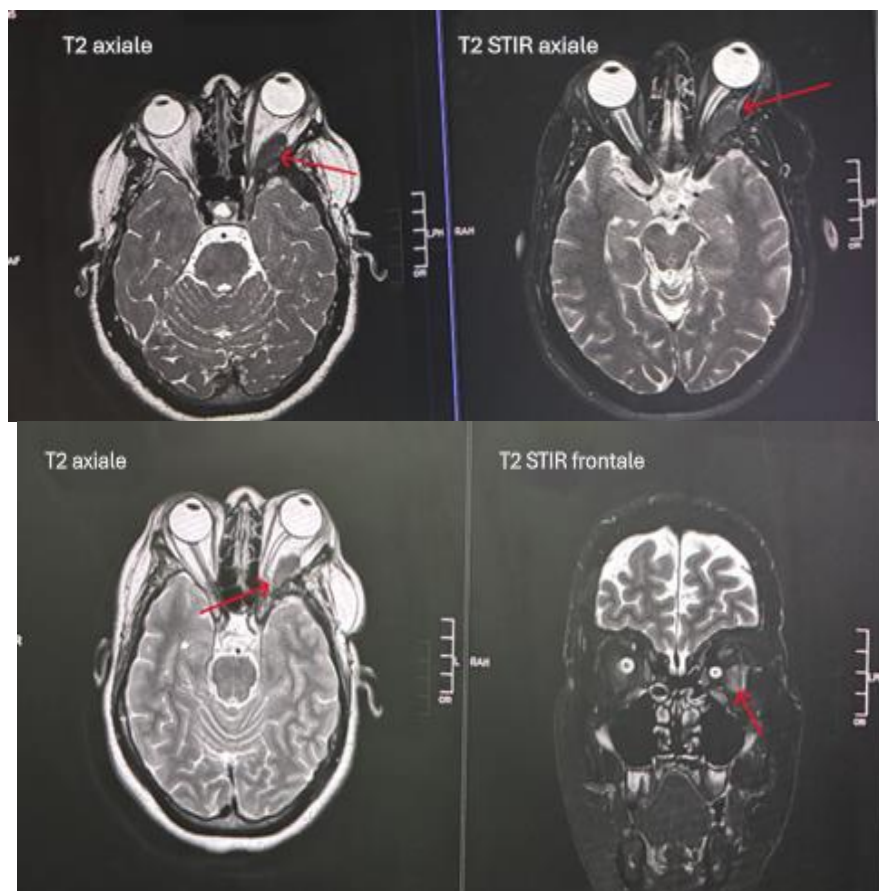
IRM encéphalique de la patiente B.F de contrôle après 2 ans pondérées T2 et T2 STIR en coupes axiale et frontale montrant un aspect quasi stable du méningiome temporo-sphéno-orbitaire gauche, en iso signal (flèche rouge)
